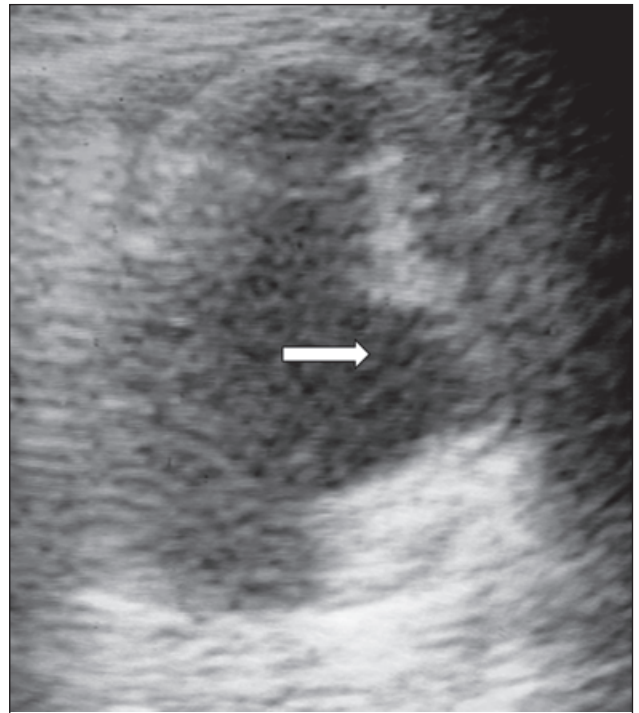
Демонстрация эхокардиографического исследования у пострадавшего с миокардиальной контузией. Стрелка указывает на сформировавшуюся псевдоаневризму межжелудочковой перегородки (собственное наблюдение)
